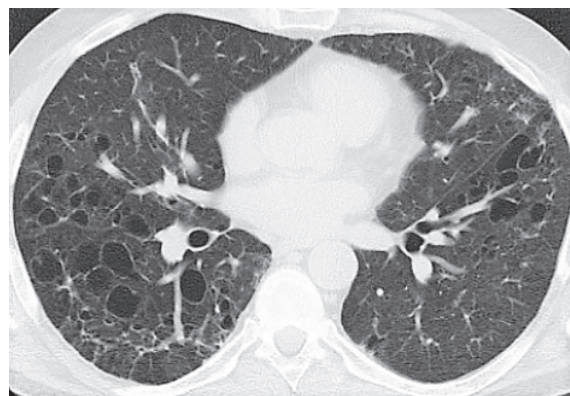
ЛКГ легких в поздней стадии у 41-летнего мужчины. КТ: крупные, сливающиеся друг с другом тонкостенные кисты.
